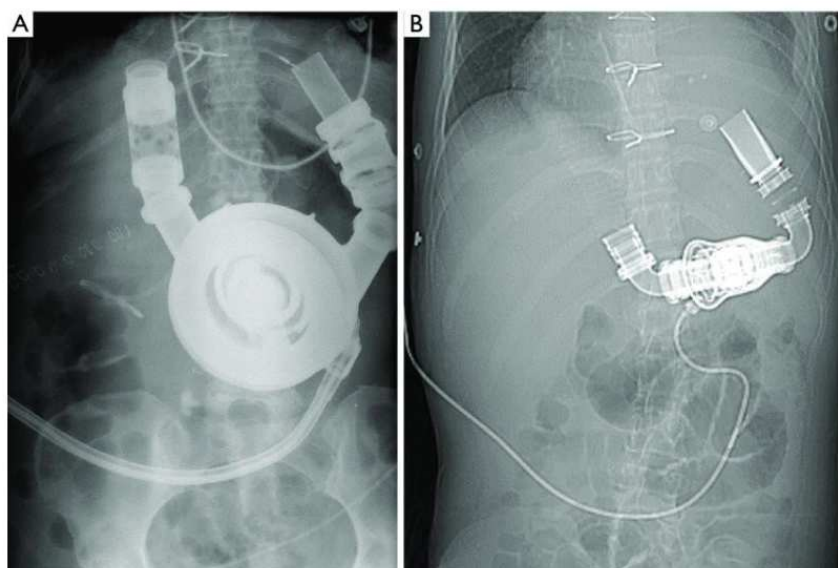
A) radiografia di un paziente con HeartMate I; B) radiografia di un paziente con HeartMate II.
